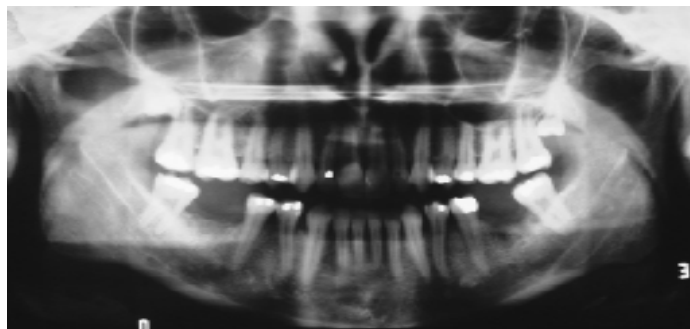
Radiografia panorâmica da paciente. Veja o aspecto ósseo mandibular (esquerdo) após três meses da exodontia e a câmara pulpar do segundo molar superior esquerdo. Observe a ATM esquerda, sem aparentes alterações morfológicas. Note que a presença do dente do siso (#28) ainda não-erupcionado pode algumas vezes confundir o diagnóstico em queixas de dor difusa.
